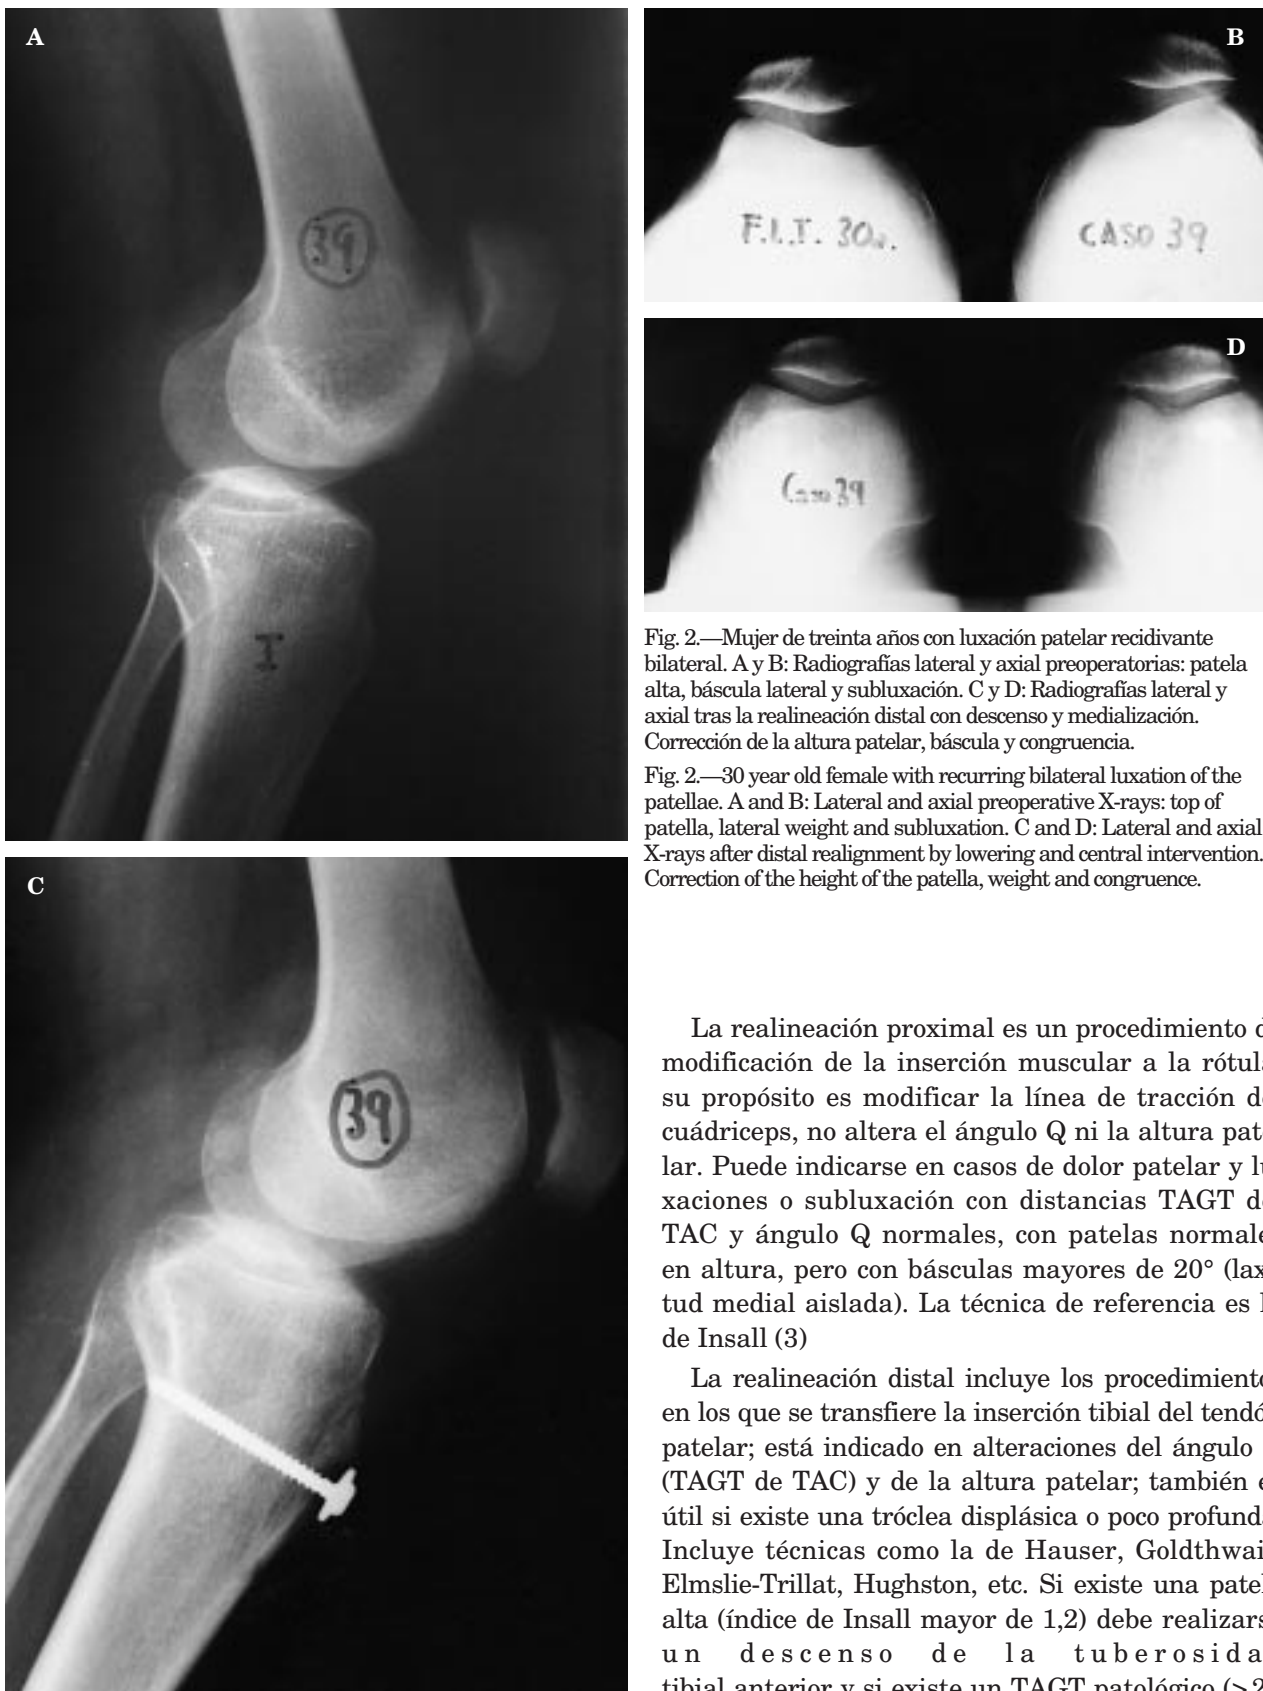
Mujer de treinta años con luxación patelar recidivante bilateral. A y B: Radiografías lateral y axial preoperatorias: patela alta, báscula lateral y subluxación. C y D: Radiografías lateral y axial tras la realineación distal con descenso y medialización. Corrección de la altura patelar, báscula y congruencia.
